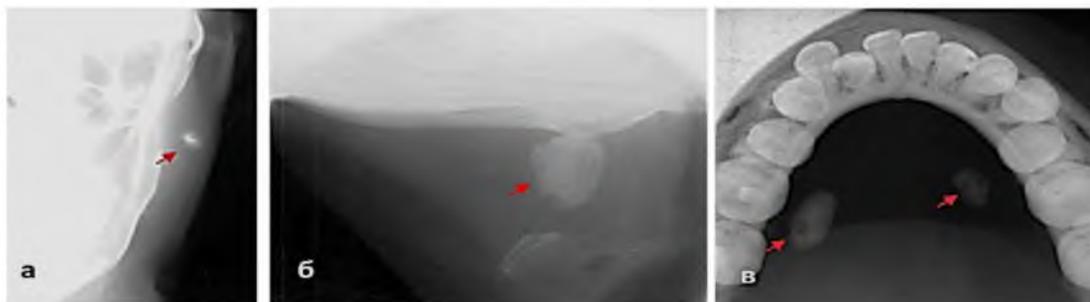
Рентгенологические тени конкрементов в левой околоушной железе (прямая проекция) (а), левой поднижнечелюстной железе (боковая проекция) (б) и поднижнечелюстных протоках (в) у пациентов со слюннокаменной болезнью.
